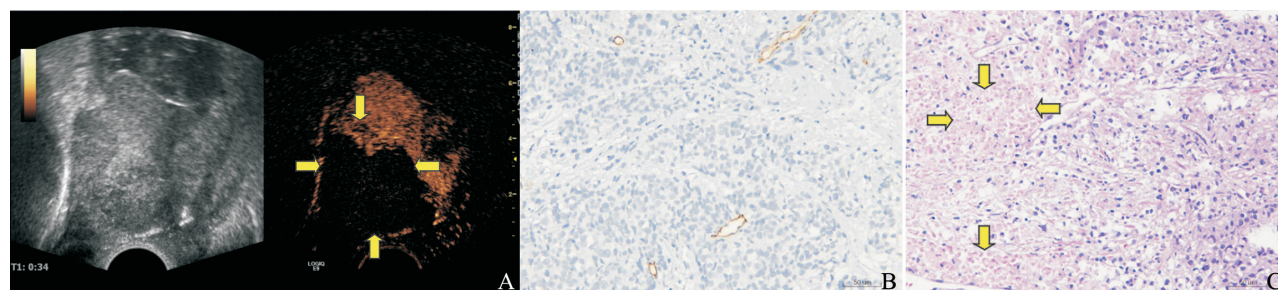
不均匀增强前列腺癌结节超声造影、CD34免疫组织化学染色和H-E染色
